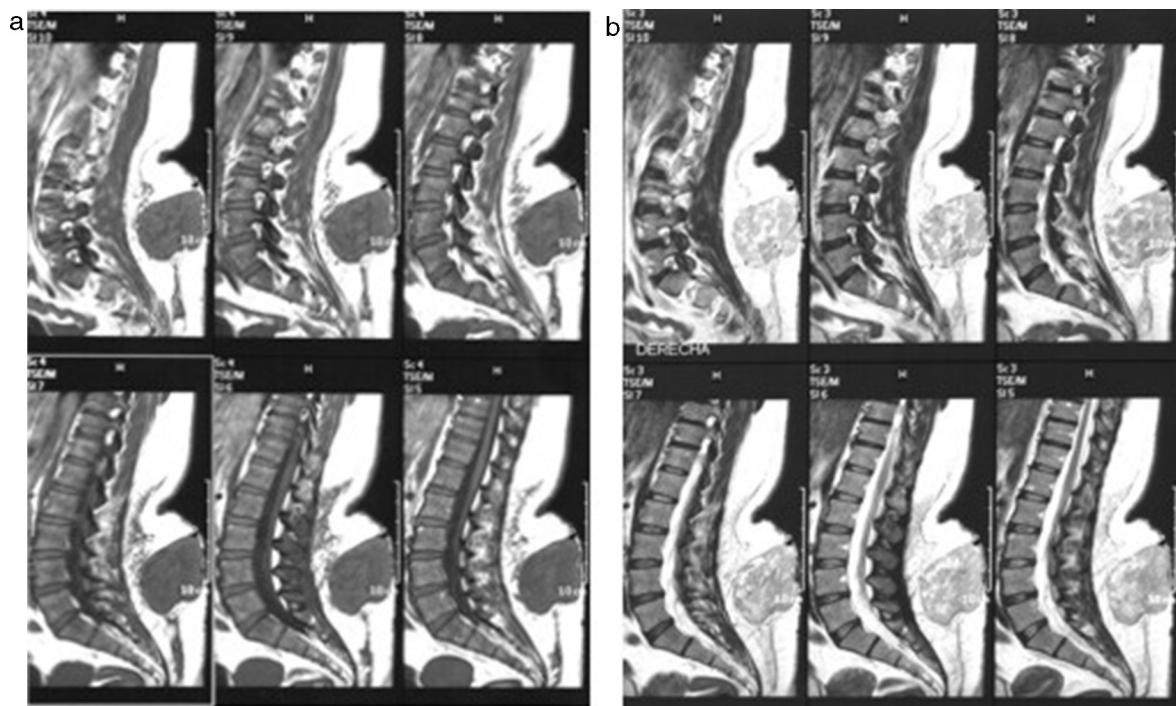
En la resonancia magnética (a) en ponderación T1 y (b) T2 se observa, en el sector posterior y bajo de la región lumbar, una masa de aproximadamente 80 mm de longitud cefalocaudal x 60 mm de diámetro anteroposterior, con hiperintensidad heterogénea en ponderación T2 y bordes netos, que ocupa el tejido celular subcutáneo, sin compromiso de estructuras profundas, musculares ni vertebrales. El canal neural se encuentra preservado. La intensidad de la señal es predominantemente de partes blandas.
